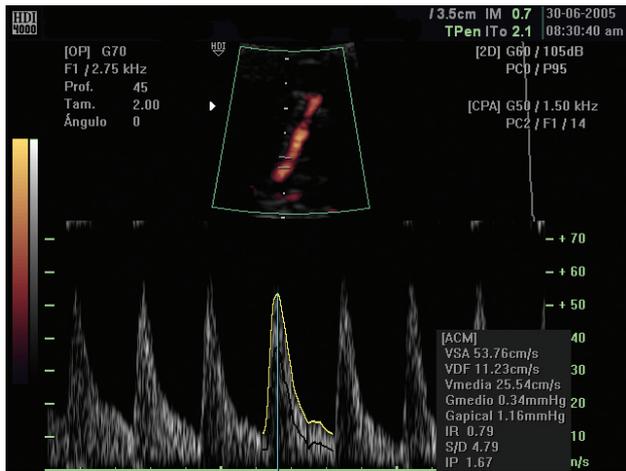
Doppler color de MCA - Sitio ideal. Centro de la arteria a 2 mm de su origen.
